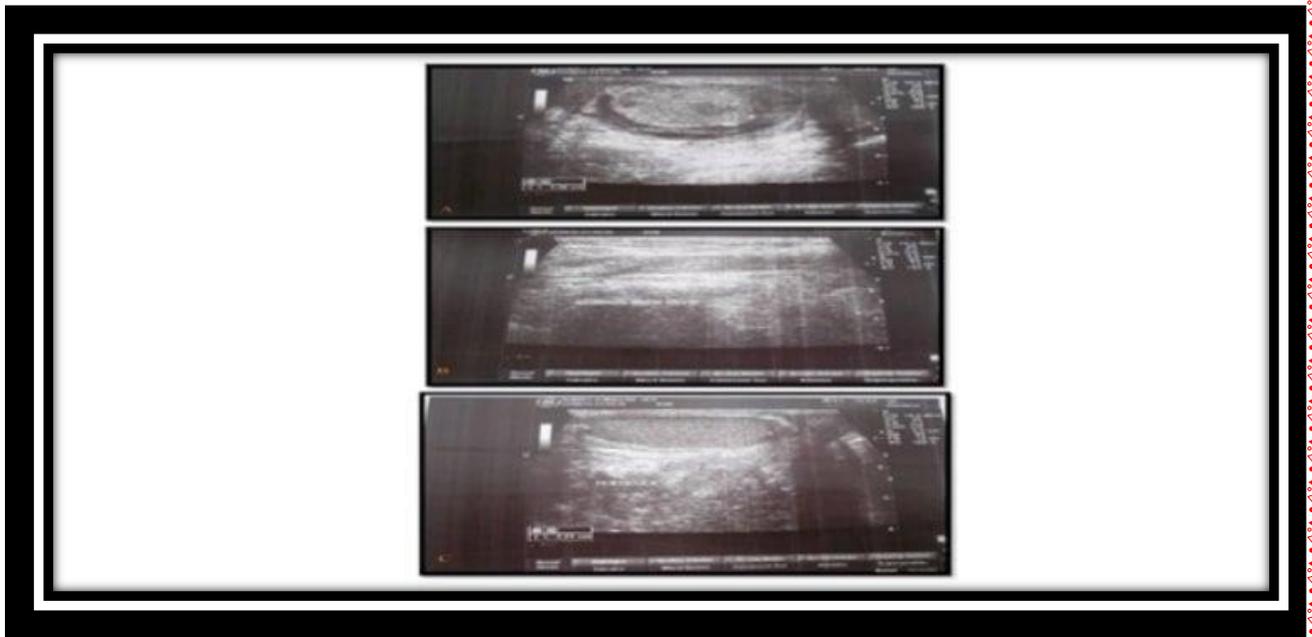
Echographie sans doppler des testicules.
